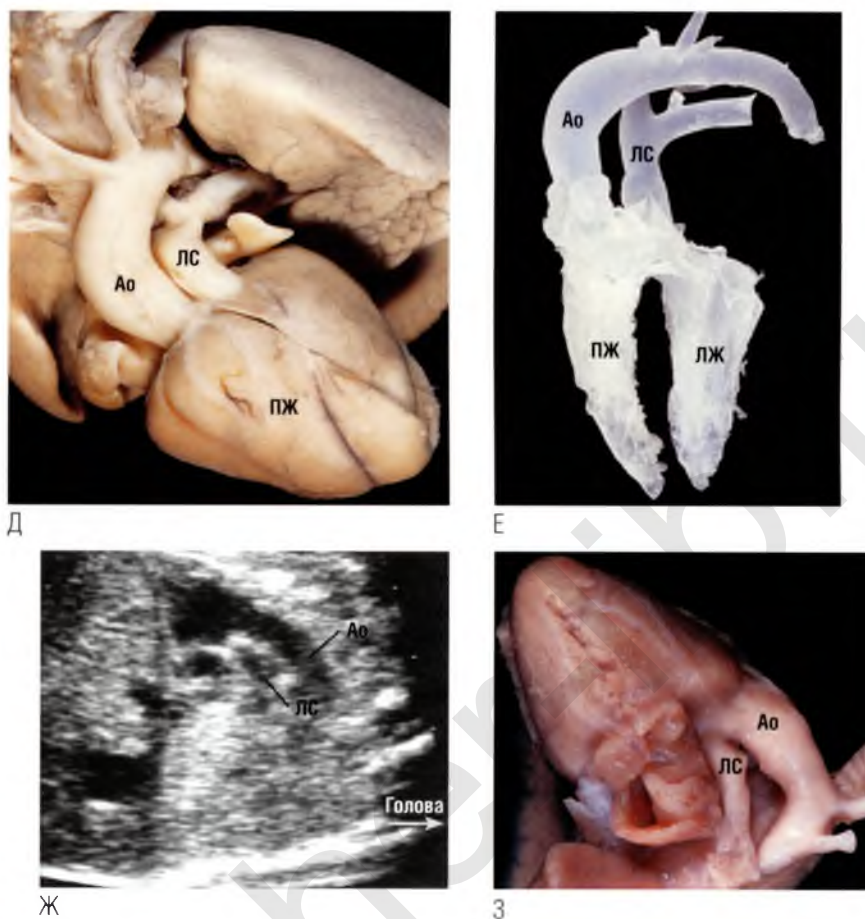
окончание На анатомическом препарате сердца (Д) и слепке полостей и сосудов с анатомического препарата (Е) видна патология — параллельный ход магистральных сосудов. (Ж) Магистральные сосуды отходят от сердца параллельно друг другу, причем оба выходят из правого желудочка, расположенного кпереди. (З) Анатомический препарат сердца позиционирован соответственно эхокардиограмме на (Ж). Аорта расположена кпереди и имеет больший диаметр, чем диаметр легочного ствола, что достоверно коррелирует со степенью стеноза легочной артерии и часто наблюдается при двойном отхождении сосудов от правого желудочка.
